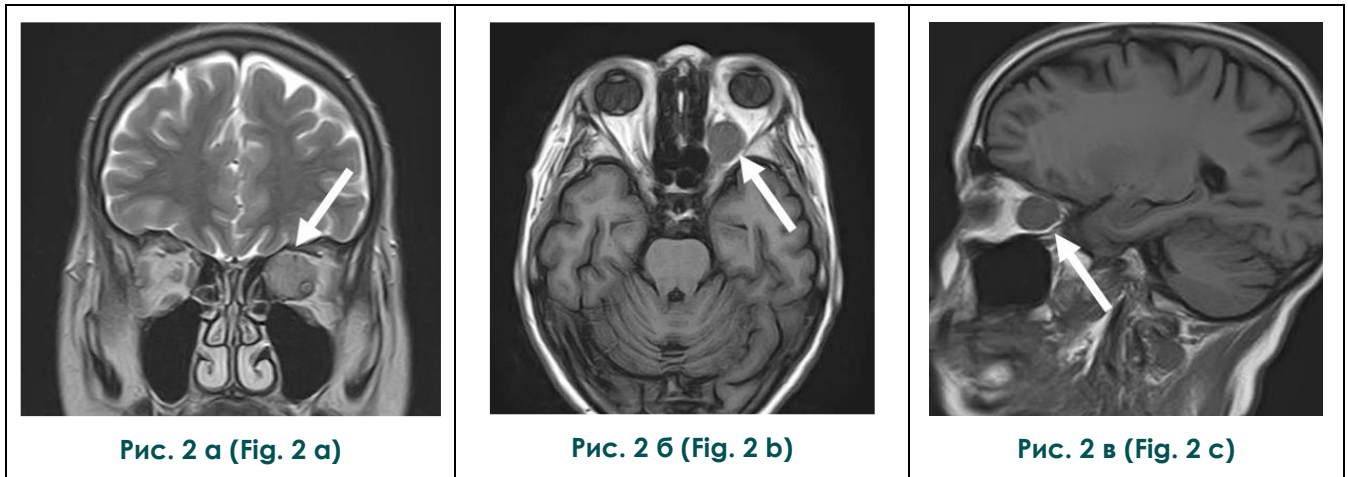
МРТ орбит, а – T2-взвешенное изображение, корональная плоскость, б – T1-вешенное изображение, аксиальная плоскость, в – T1-вешенное изображение, сагиттальная плоскость (собственное наблюдение).
